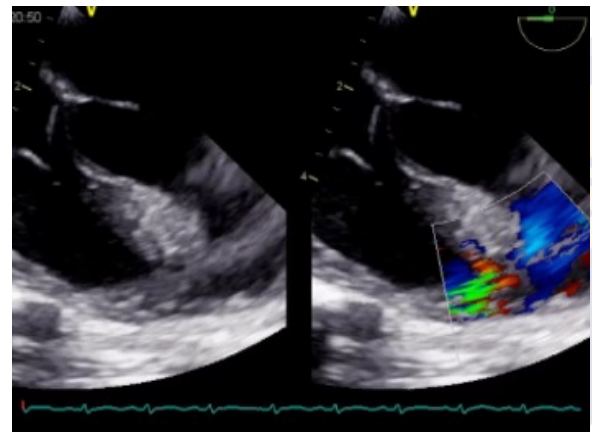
Imagen a y b. Ecocardiograma: Tabique interventricular con comunicación muscular media y posterior, con bordes irregulares, corto circuito de izquierda derecha, con gradiente de 20 mmHg, de aprox 8x8mm.
